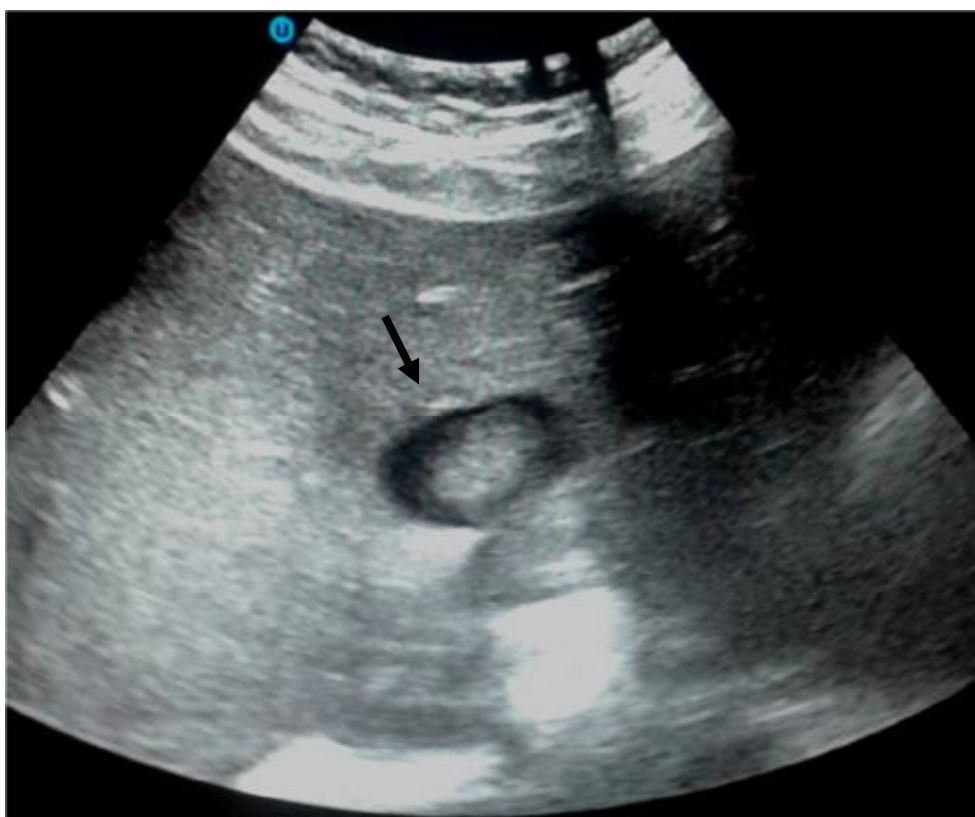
Abscès hépatique fongique en échographie
